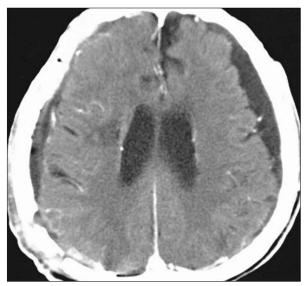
Postoperative computed tomography scan obtained at two days after second craniotomy shows no reaccumulation of hematoma.
